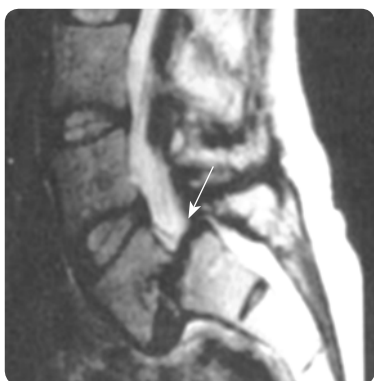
Магнітно-резонансна томографія попереково-крижового відділу хребта. Зсув (спондилолістез)  $L_5$  хребця вентрально на 1/2 відносно  $S_1$  хребця крижі з деформацією хребтового каналу
